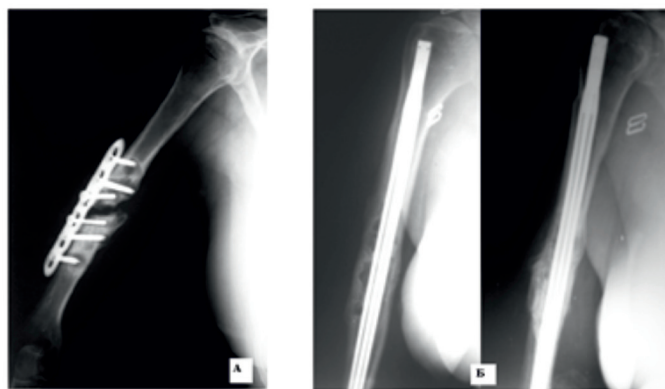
Рентгенография плечевой кости больной К., 52 лет, через 1 год после первичной операции (А), рентгенография плечевой кости больной К. через 1 год после оперативного вмешательства (Б). От удаления стержня пациентка отказалась
